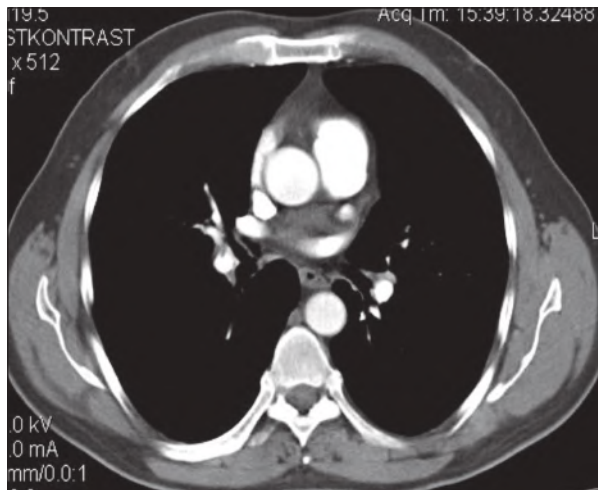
♦ Aortik ark düzeyi BT kesiti
